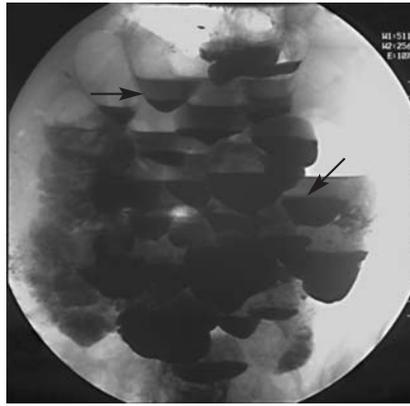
Рентгенограмма, выполненная через 1,5 ч от начала исследования: множественные дивертикулы тощей кишки с уровнями бария (стрелки), симулирующие кишечную непроходимость
